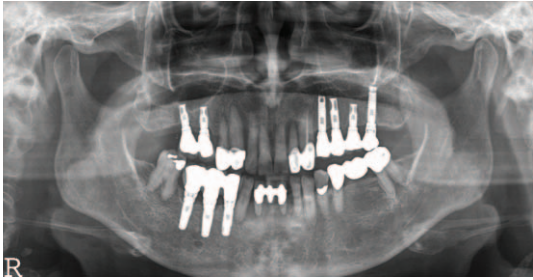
70세 여자환자의 초진 시 파노라마 방사선 사진. 진행성 치주염에 이환된 상하악 전치부를 발치하고 임플란트를 식립하기로 계획하였다.
